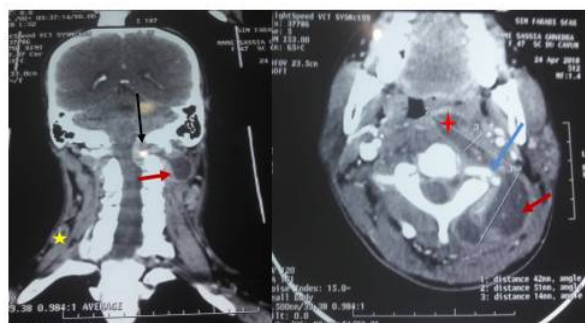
TDM cervicale : abcès rétro-pharyngé (➔) avec extension à la nuque (➔) et au canal médullaire (➔) et une lyse de l'hémicorps de C2 (➔) avec une adénopathie cervicale droite (★).
